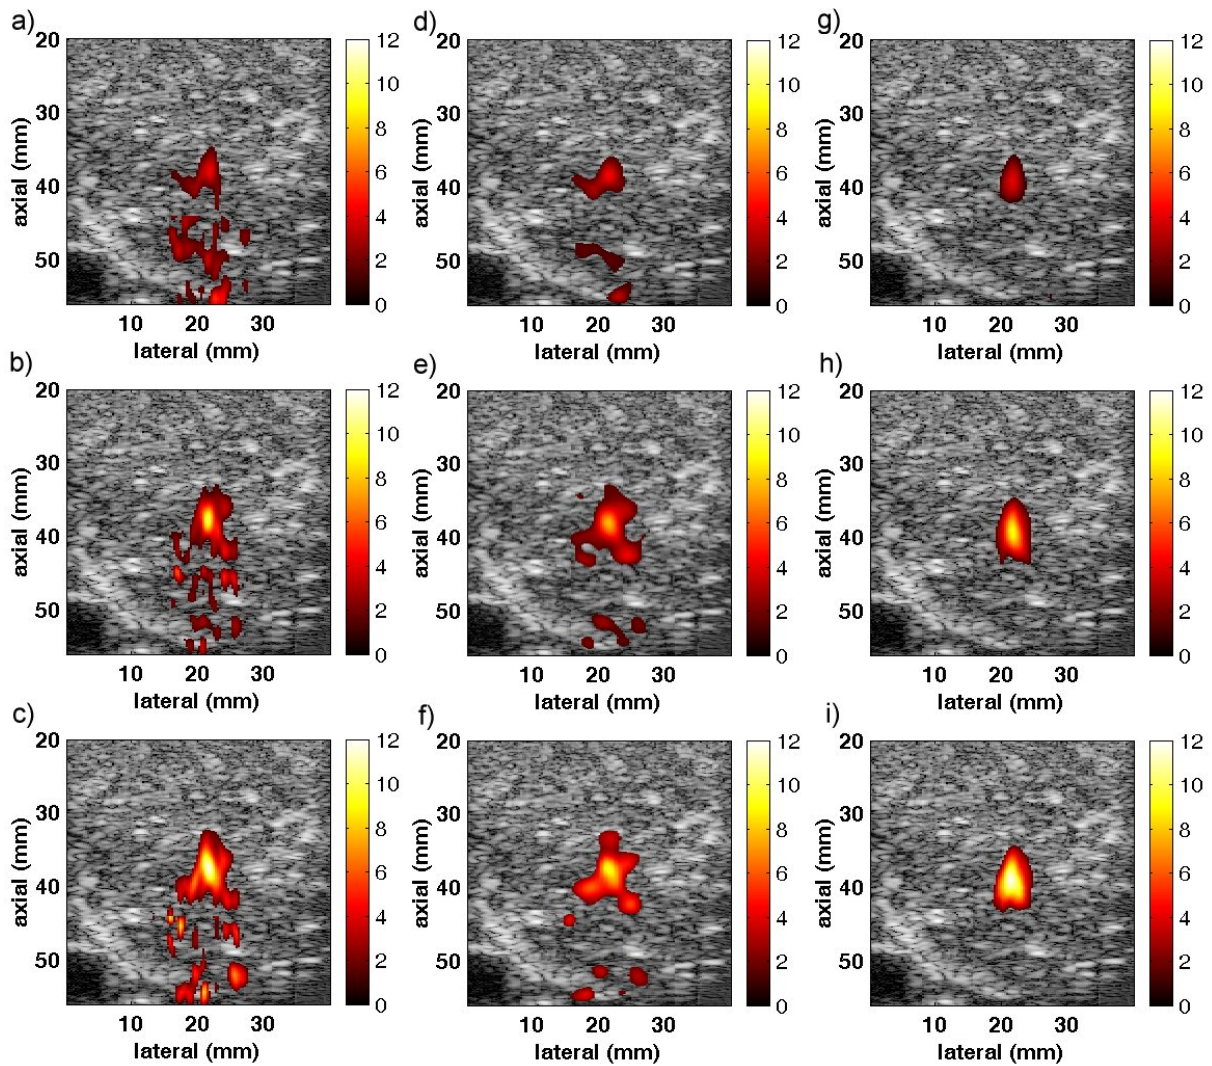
Expériences *in-vitro* réalisées dans du foie de boeuf frais. Les élévations de température supérieures à 1°C sont superposées à l'image B-scan en échelle de gris. Les cartes de températures sont calculées 1s (a,d,g), 3 (b,e,h) et 5s (c,f,i) après le début de l'application des ultrasons focalisés. Les cartes de température estimées par imagerie classique, imagerie classique avec filtrage spatial et imagerie compound sont représentées de gauche à droite.
